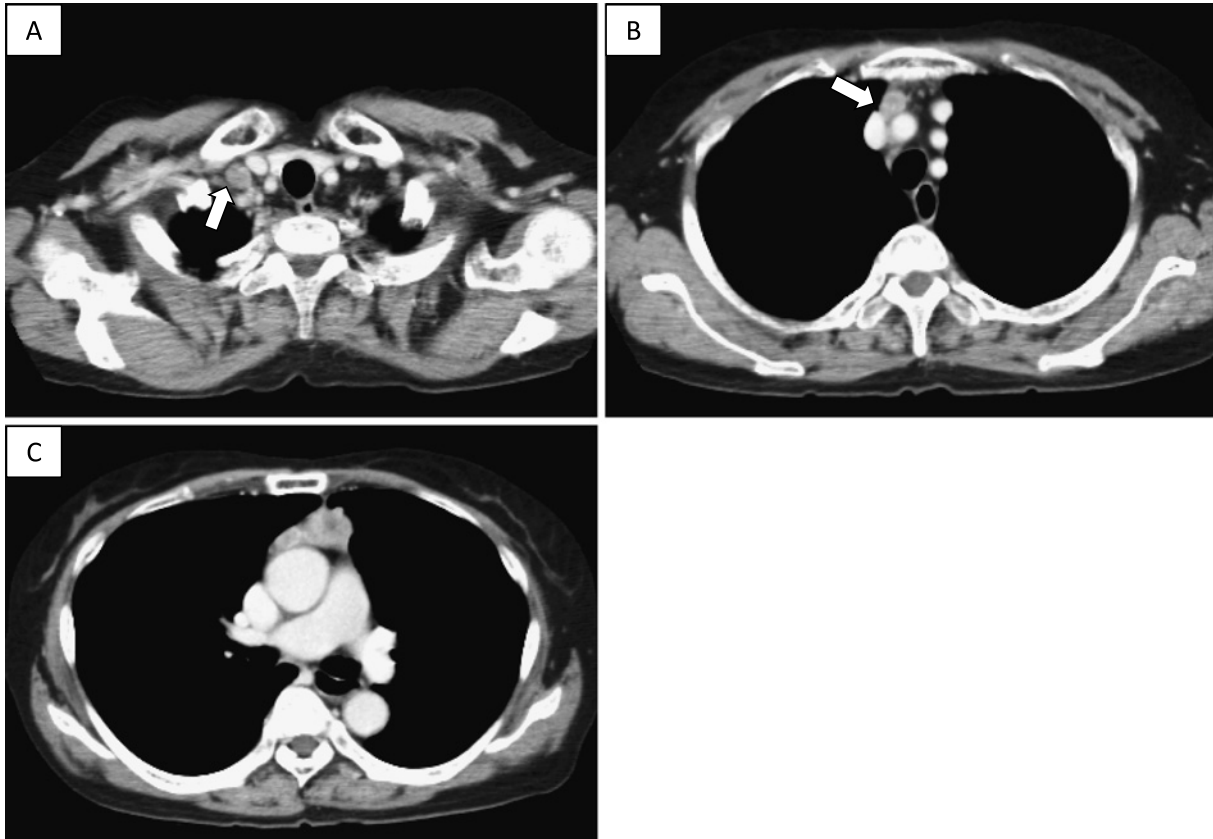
Contrast-enhanced chest computed tomography. A: Right subclavian lymphadenopathy (white arrow). B: Pre-vascular lymphadenopathy (white arrow). C: A lobular anterior mediastinal tumor of 42 mm in diameter.
